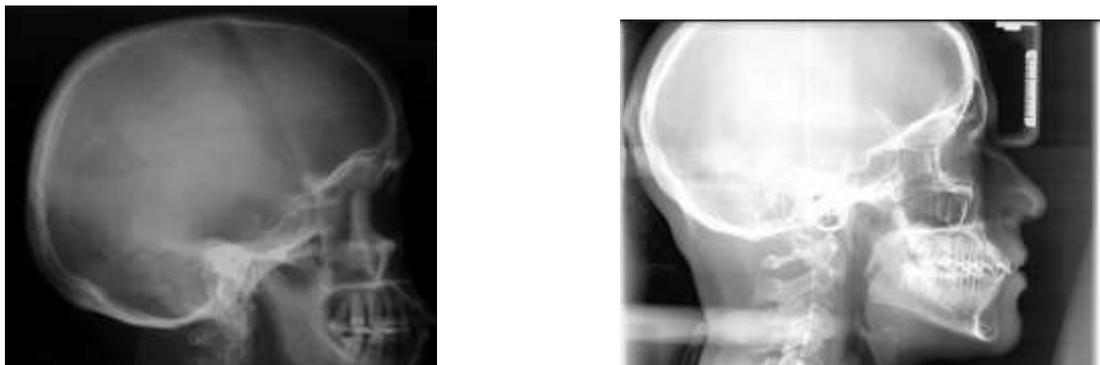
Radiografía lateral de cráneo. A. Nótese la POE sin ninguna irregularidad. B. Nótese la presencia de un entesofito en un individuo paraguayo
